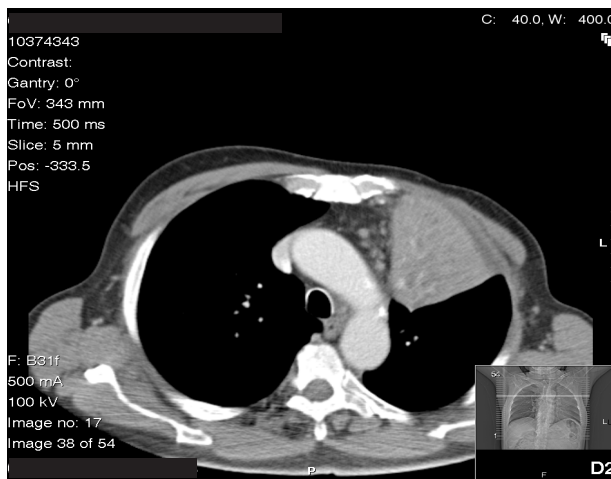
Caso 1: TC (03/08) – Metástase pulmonar
